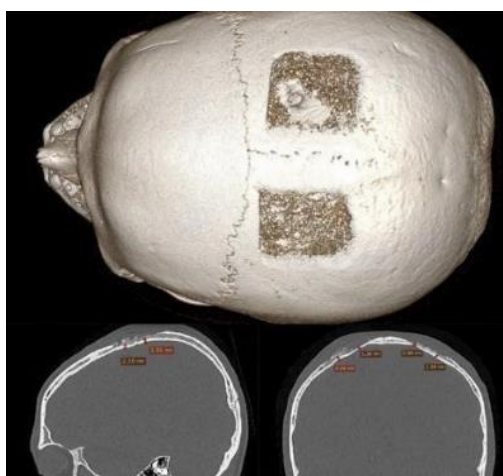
МСКТ-контроль донорской зоны после забора аутотрансплантатов.
